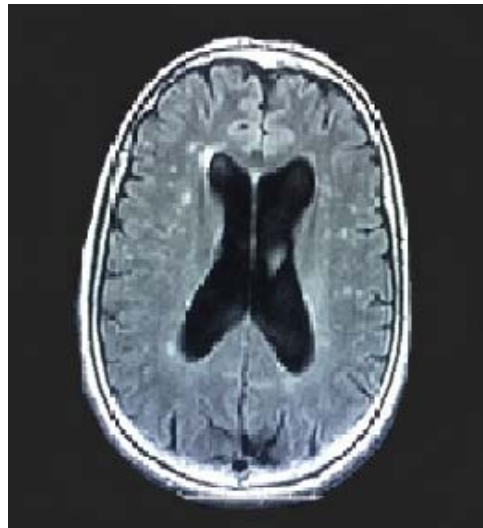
IRM cérébrale en coupe axiale séquence FLAIR passant par les ventricules latéraux chez une patiente âgée de 60 ans présentant des céphalées avec abolition des ROT. Petites lésions nodulaires de la substance blanche périventriculaire et sous corticale sans effet de masse ni œdème périlésionnel.
